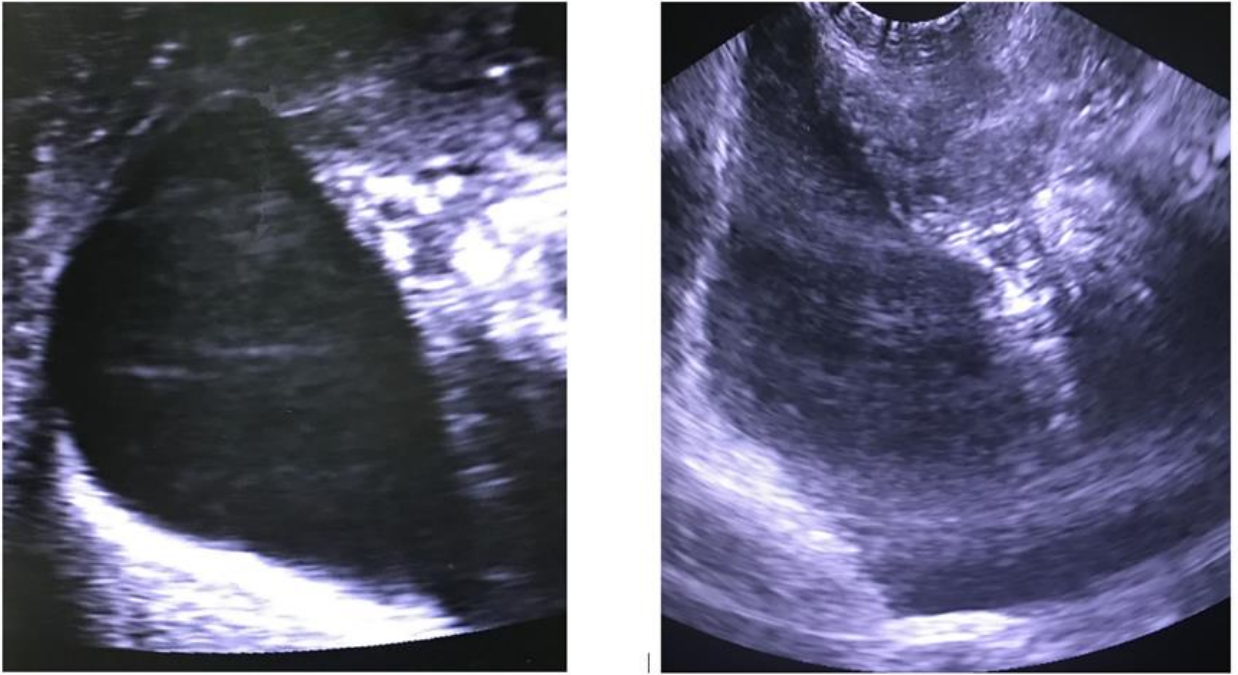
ТП-УЗИ. Цистоцеле без дефекта тазовой фасции. Цистоцеле с дефектом тазовой фасции в виде «остроконечного треугольника»
